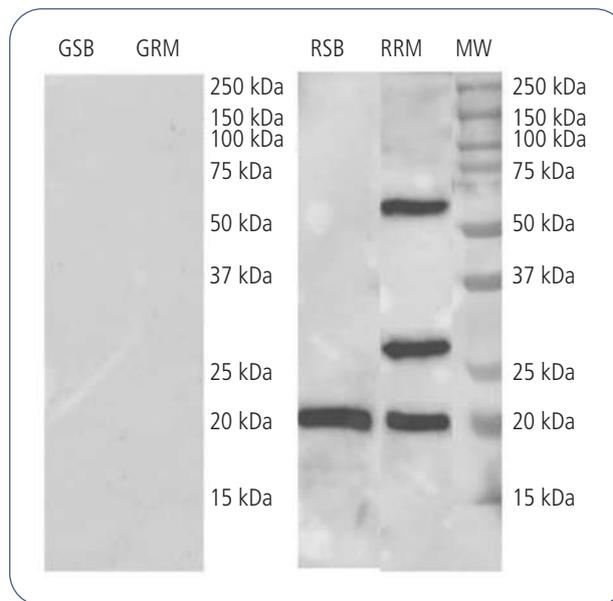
Western-Blot de extractos de salmonete crudo, corvina cruda, salmonete a la plancha y corvina a la plancha revelados con IgE sérica. GM, salmonete a la plancha; GSB, corvina a la plancha; MW, peso molecular; RM, salmonete crudo; RSB, corvina cruda.
